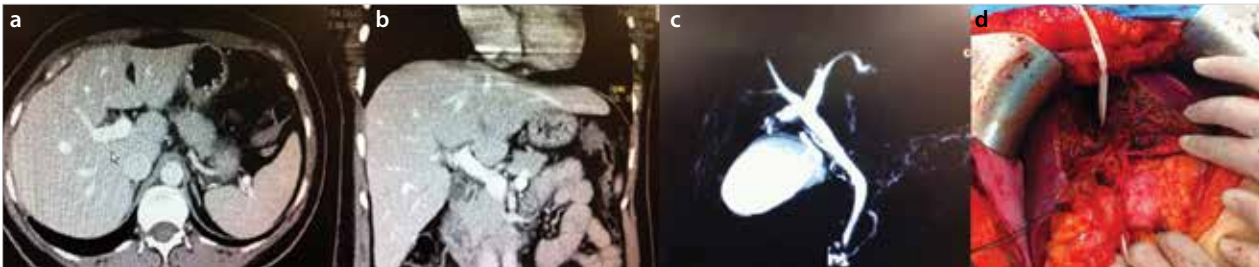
a-d. Preoperative and perioperative findings of the donor. (a) Preoperative horizontal CT image showing normal anatomy. (b) Preoperative coronal CT image showing normal anatomy. (c) Preoperative MRCP image. (d) Perioperative abdominal view of the donor
